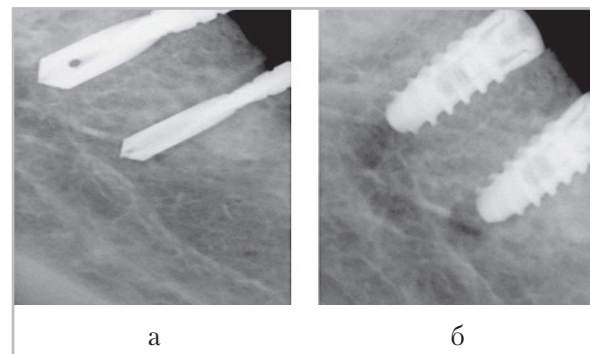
Микрофокусные рентгенограммы на интраоперационном этапе дентальной имплантации на нижней челюсти слева: *а* — оценка расположения глубиномеров, их отношение к верхней стенке нижнечелюстного канала; *б* — контроль положения винтовых имплантатов относительно друг друга и нижнечелюстного канала
